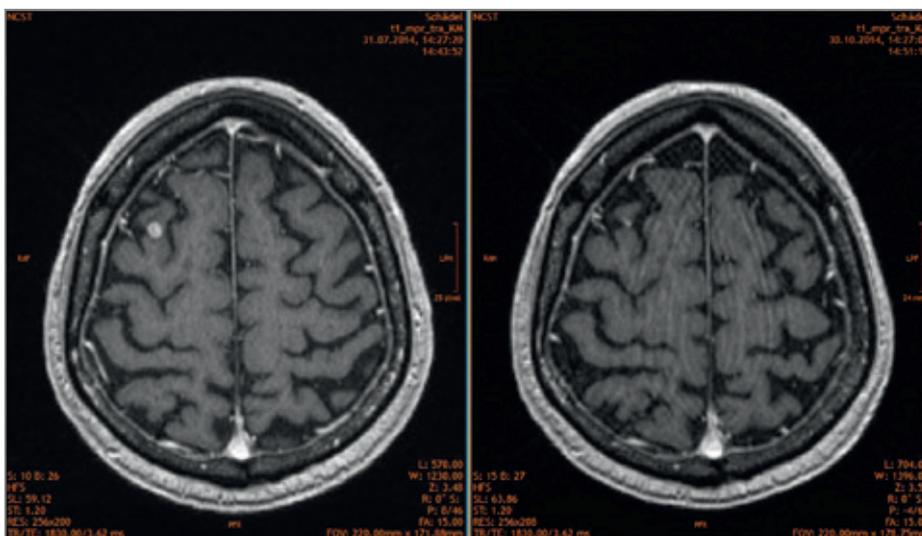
MRI T1 mit KM desselben Patienten. Links vor Radiochirurgie und rechts 3 Monate nach Radiochirurgie
